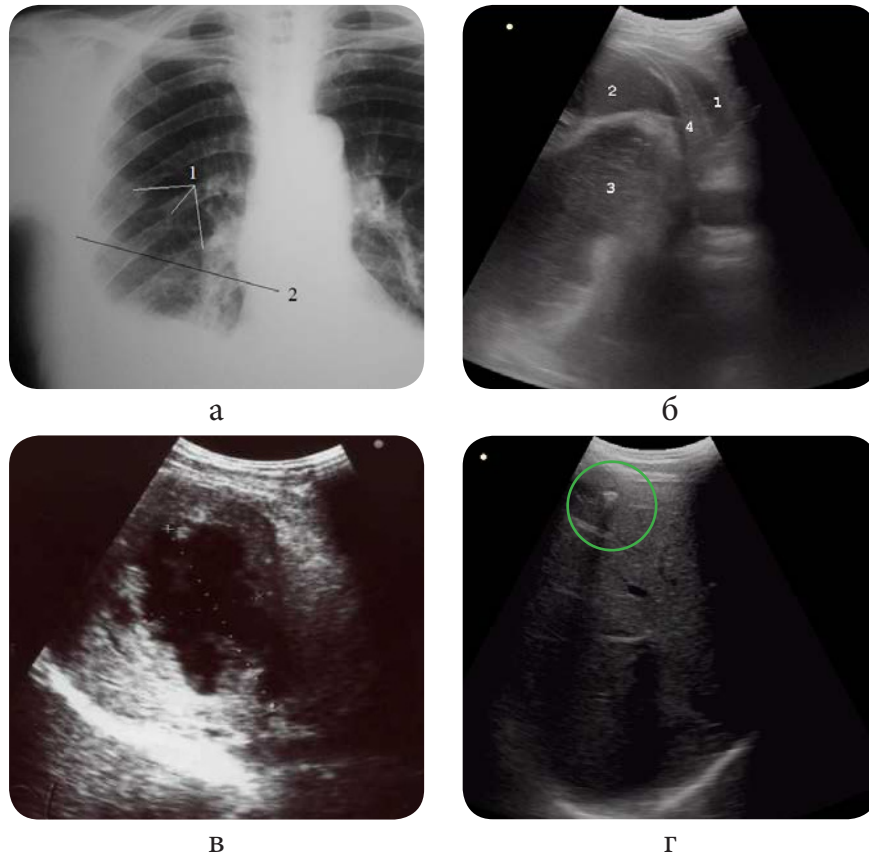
Рентгенограма органів грудної клітки в прямій проекції:
